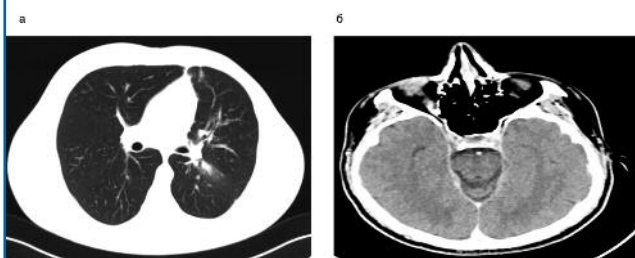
Оценка динамики на фоне исследуемой терапии. МСКТ, декабрь 2017 г.: а – метастазы в сегментах S4–5 левого легкого и S10 левого легкого; б – метастаз в передненижнем отделе клетчатки правой орбиты.
